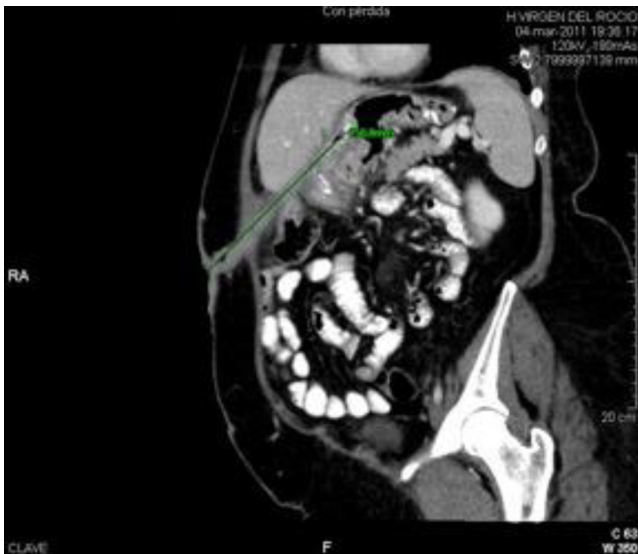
Tomografía computarizada. Imagen de fístula entre cavidad gástrica y pared cutánea.
